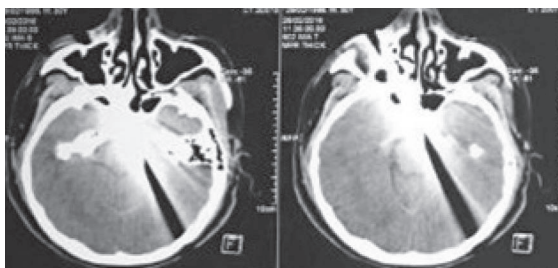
TAC de encéfalo, con artefacto por presencia de arma blanca.
